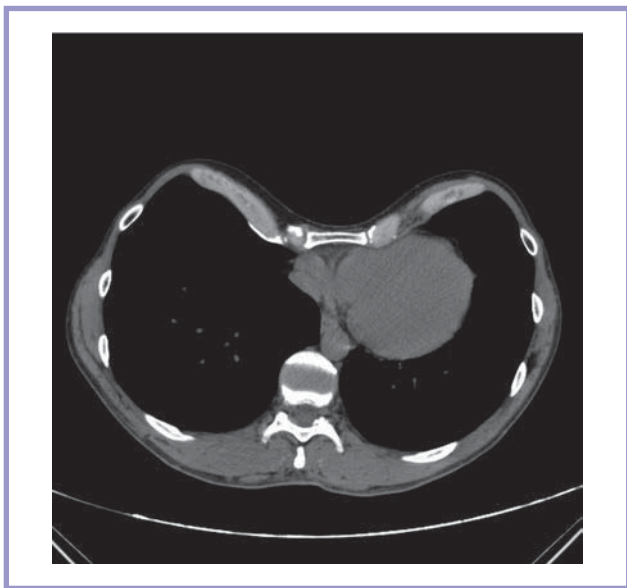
МСК-томограмма воронкообразной деформации грудной клетки.
